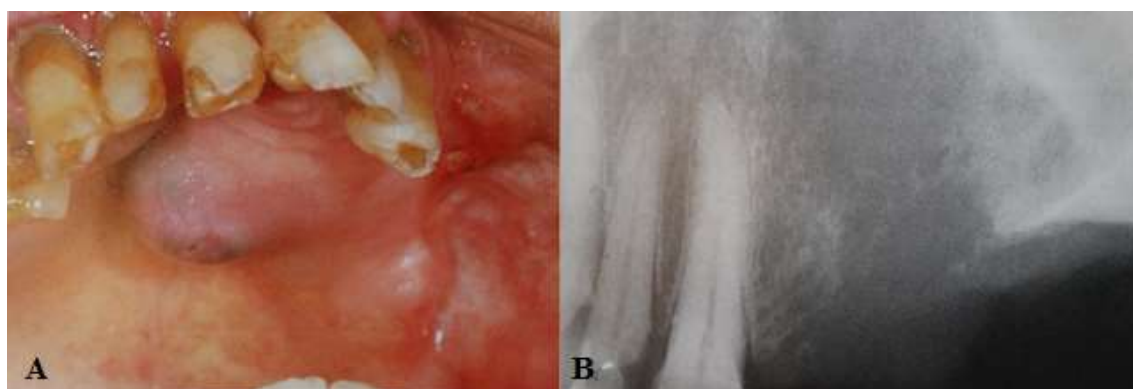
Carcinoma do seio maxilar invadindo o palato (A) e sua imagem em ortopantomografia (B).
